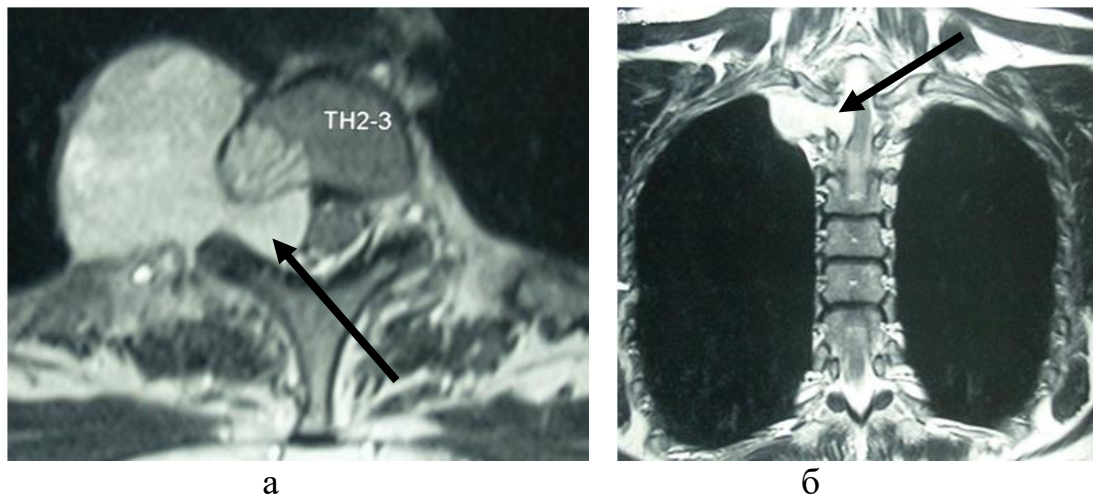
Обзорная МРТ (Т2 ВИ) в аксиальной (а) и фронтальной (б) проекциях пациентки со шванномой по типу «песочных часов» на уровне Th2-Th3 (и/б № 5397/2015). В области правого межпозвонкового отверстия Th2-Th3 определяется объемное образование (шваннома, указана стрелкой), компримирующее спинной мозг
